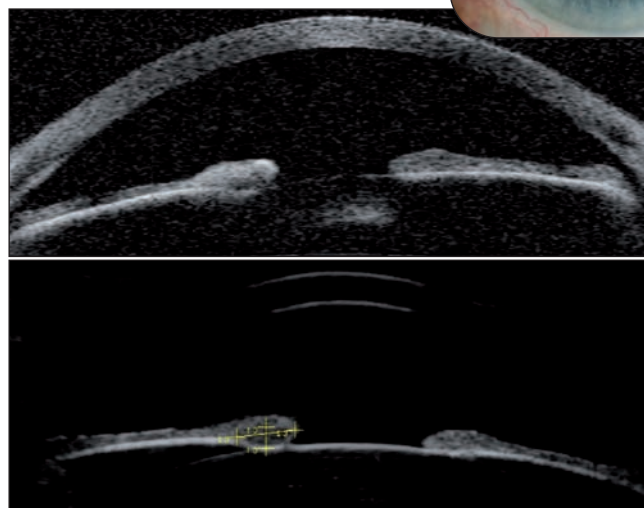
En haut : lésion irienne pigmentée avec rétraction de l'iris en regard. Au milieu : l'OCT objective une surépaisseur hyperréfléctive en surface avec zone hyporéfléctive sous-jacente. En bas : la sonde échographique haute fréquence de 50 MHz met en évidence une zone hypo-échogène.
